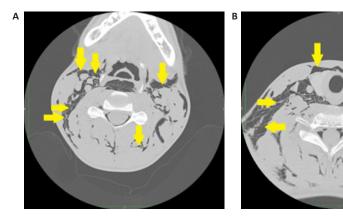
A tomografia cervical do paciente evidência (setas amarelas) a presença de enfisema em planos superficiais e profundos ao redor da região cervical(A); e coleção de gás peritraqueal e um intenso enfisema subcutâneo cervical(B).
